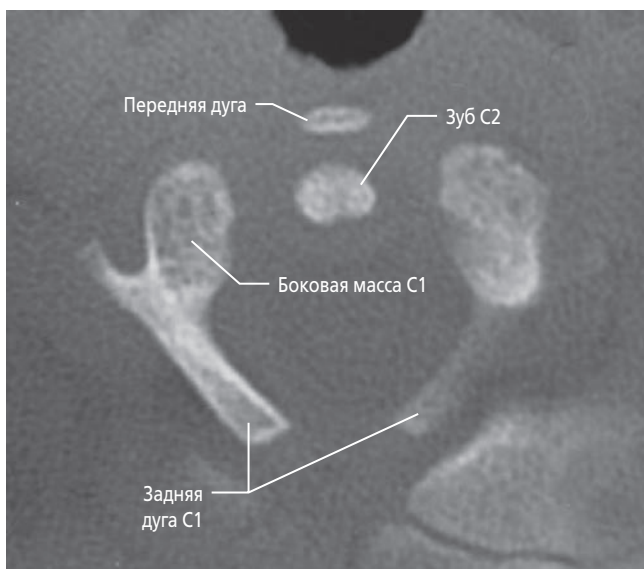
Аксиальная КТ атланта 10-месячного ребенка. Видны только центры оссификации. Большая часть атланта в этом возрасте — хрящевая.
